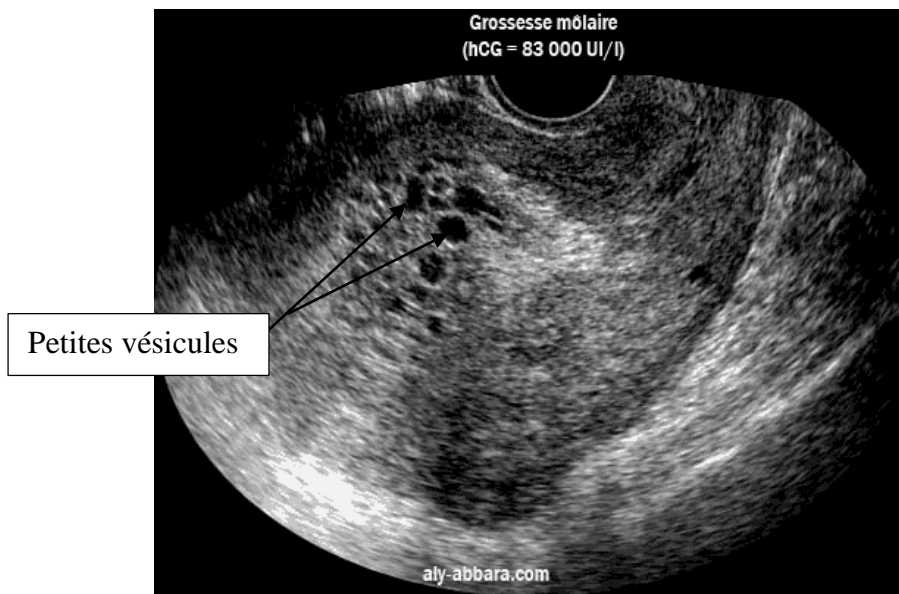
échographie endovaginale montrant un utérus contenant une image hétérogène hyperéchogène avec des petites vésicules évoquant une grossesse molaire.
